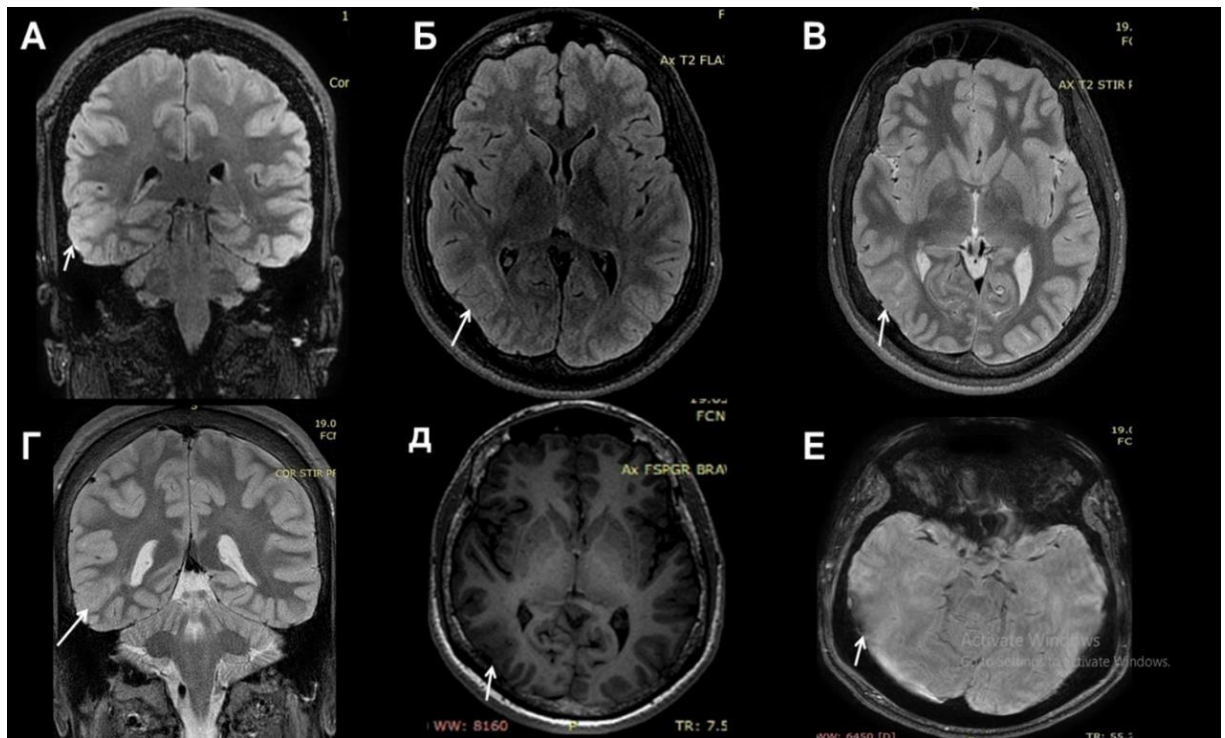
Примеры МРТ-режимов, используемые для визуализации ФКД (стрелка): А — Cor FLAIR; Б — Ax FLAIR; В — Cor T2; Г — Cor T2; Д — Ax FSPGR BRAVO; Е — Ax SWAN
